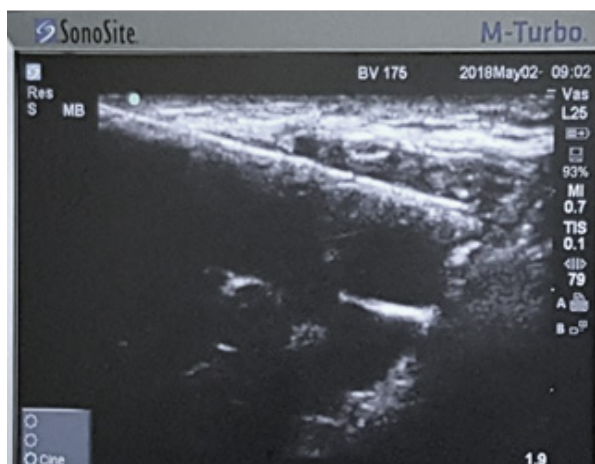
Hình mốc dây TK trên SA
